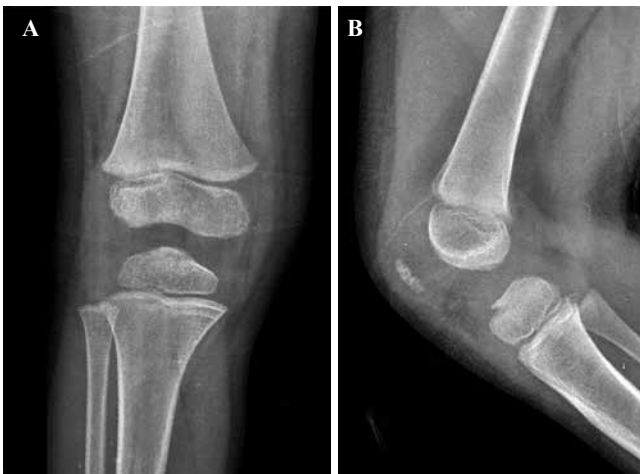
Radiografías a los dos meses de evolución.
